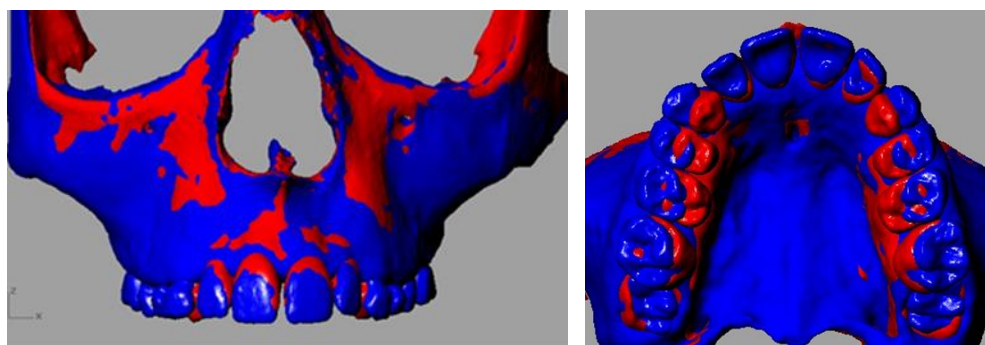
Esempio di sovrapposizione di CBCT T1-T2 eseguito con Software Rhino 5
